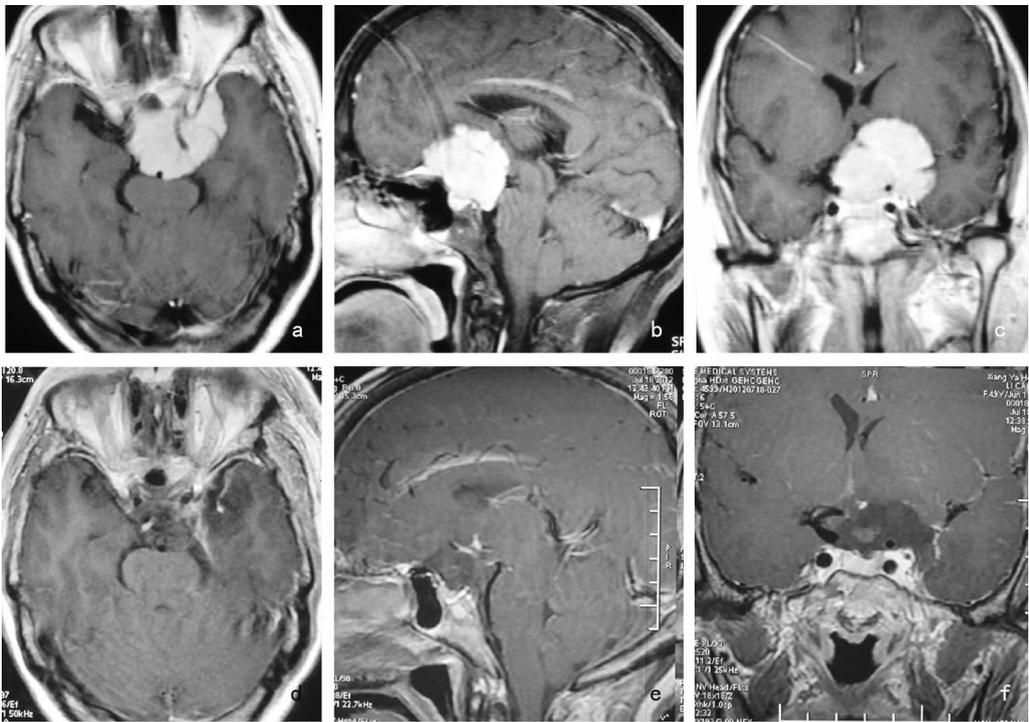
蝶骨嵴内侧脑膜瘤手术前后 MRI a、d:手术前后水平位对比; b、e:手术前后矢状位对比; c、f:手术前后冠状位对比
